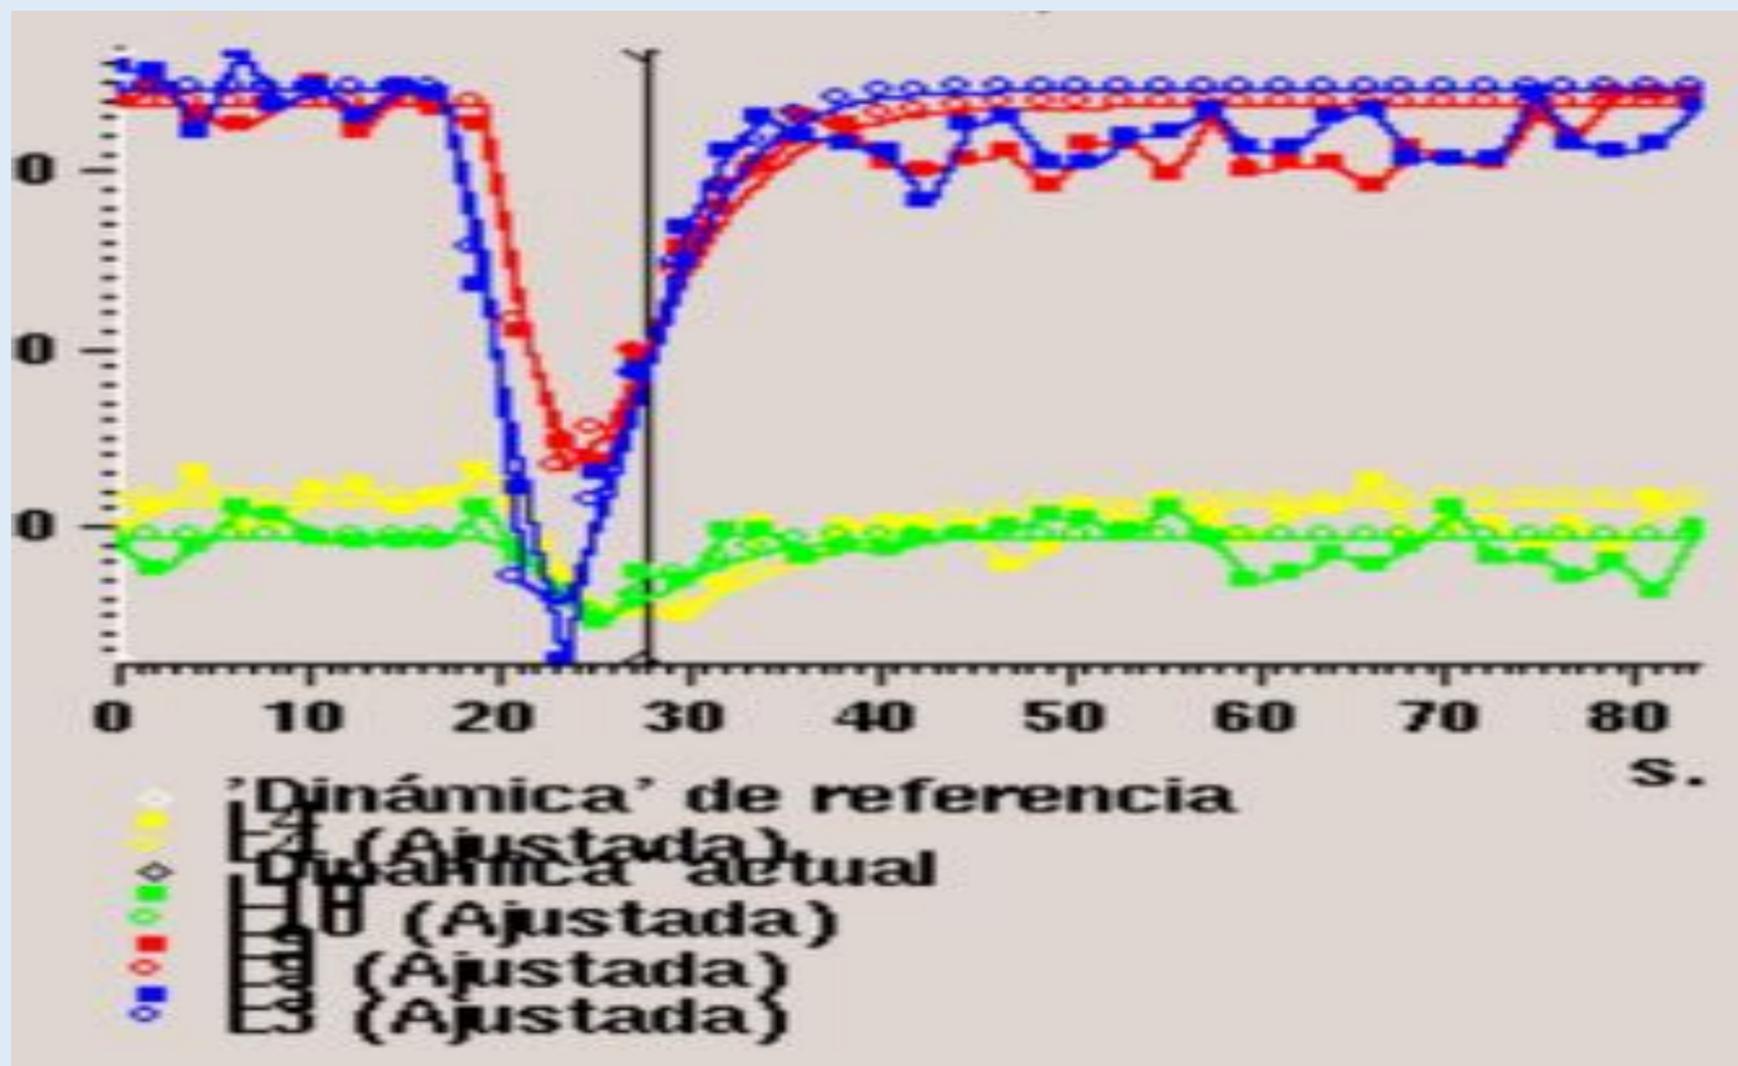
RMN post-transplante en paciente con diagnóstico de LPSNC. Se objetivan lesiones frontal izquierda y en rostro del cuerpo calloso con realce focal y ratios RCBV entre 2-4 respecto a sustancia blanca contralateral.
